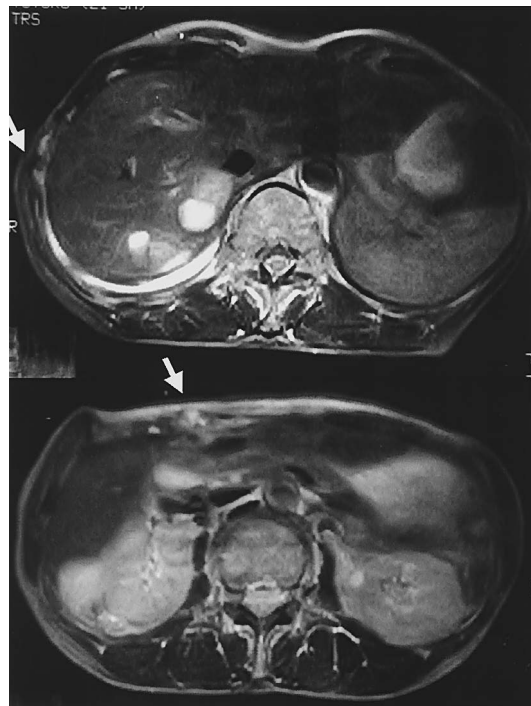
MRI after mitotane therapy (T2-weighted images): tumors of abdominal wall markedly reduced.
